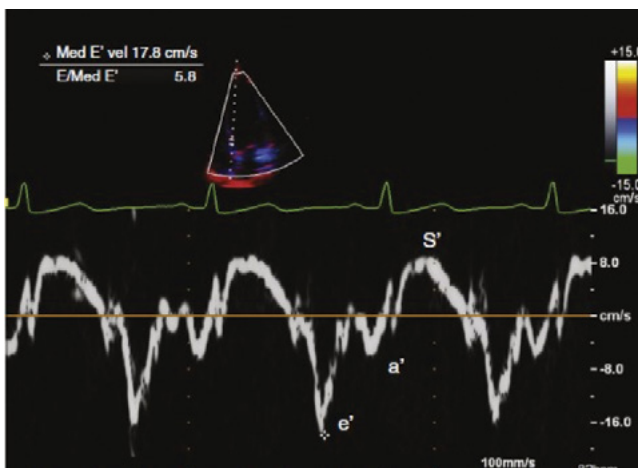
Doppler Tisular a nivel del anillo mitral septal mostrando sus componentes sistólicos (s) y diastólico (e' y a').
